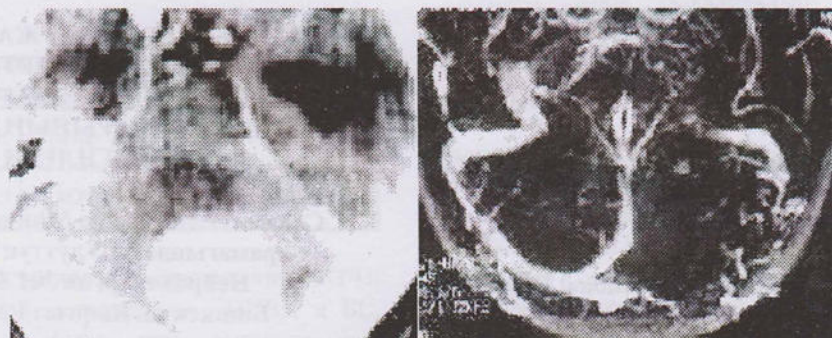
КТ и МРТ в сосудистом режиме. Менингиома намета мозжечка с прорастанием просвета поперечного синуса слева
